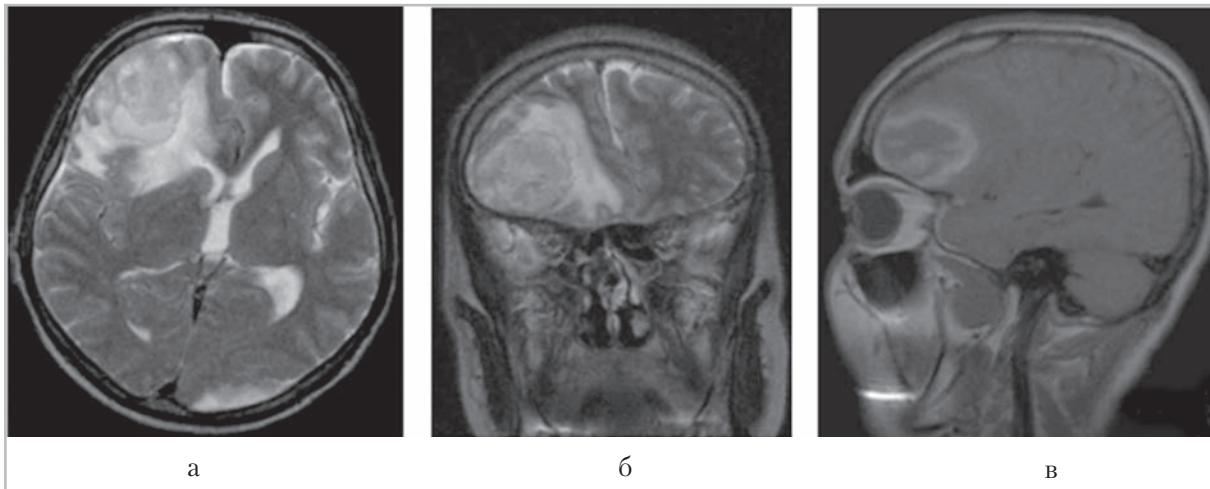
Магнитно-резонансные томограммы, выполненные через 3 сут после ЧМТ (*а* — аксиальная; *б* — фронтальная; *в* — сагиттальная проекции). Внутримозговая гематома правой лобной доли, с выраженным перифокальным отеком, дислокацией срединных структур, субарахноидальным кровоизлиянием. T2- и T1-ВИ
